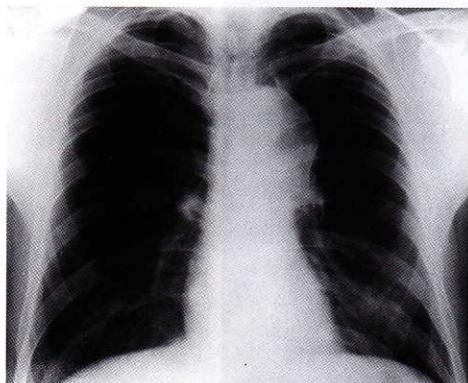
Chest x-ray: Calcified mediastinal opacity
